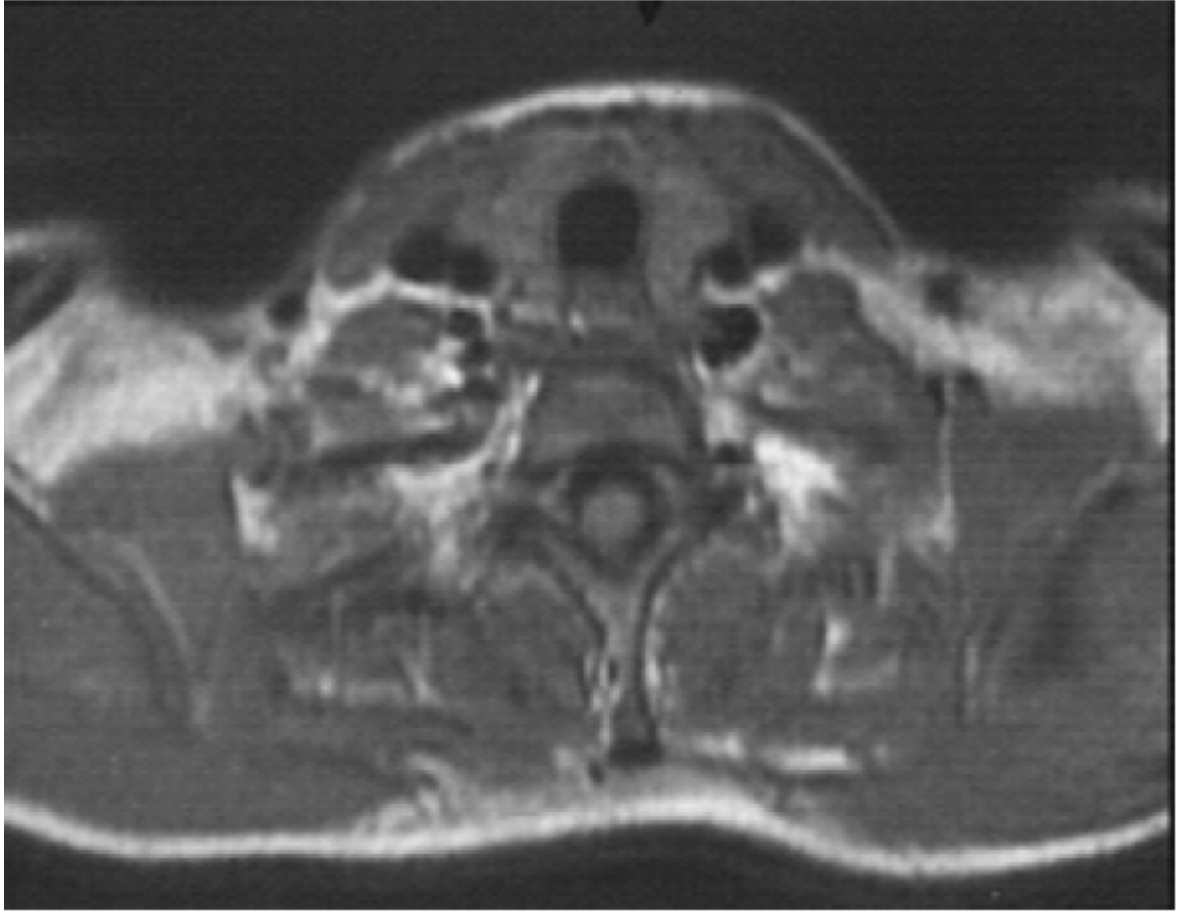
coupe IRM pondérée en T2 montrant un parenchyme thyroïdien normal [43 ,25]
